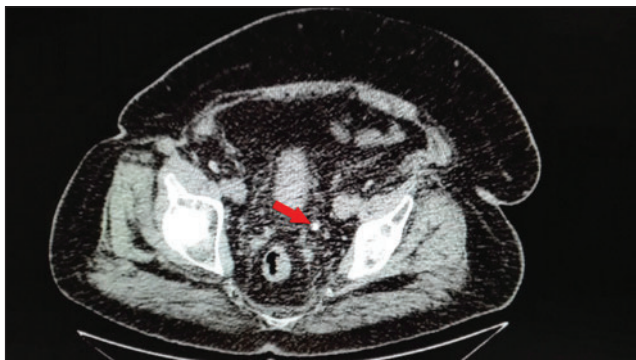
Imagen de TAC donde se muestra la litiasis en uréter izquierdo en el tercio distal
